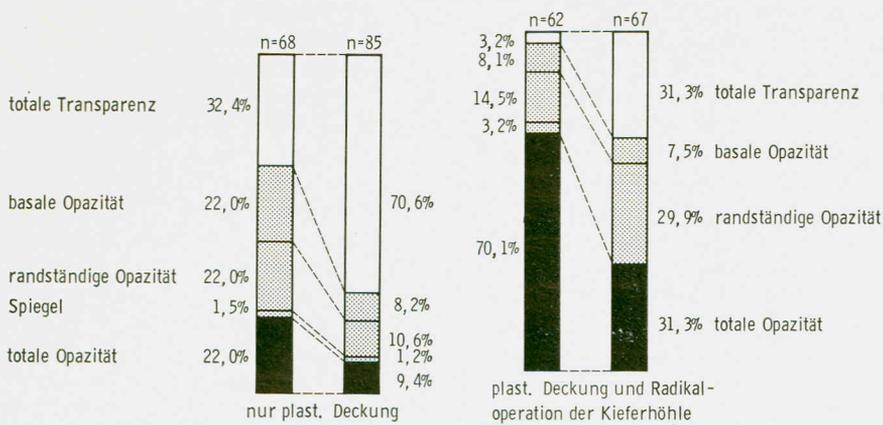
Vergleich der prä- und posttherapeutischen Röntgenbefunde (Schädel p. a. c. e.) in Abhängigkeit vom operativen Vorgehen bei der MAV.
